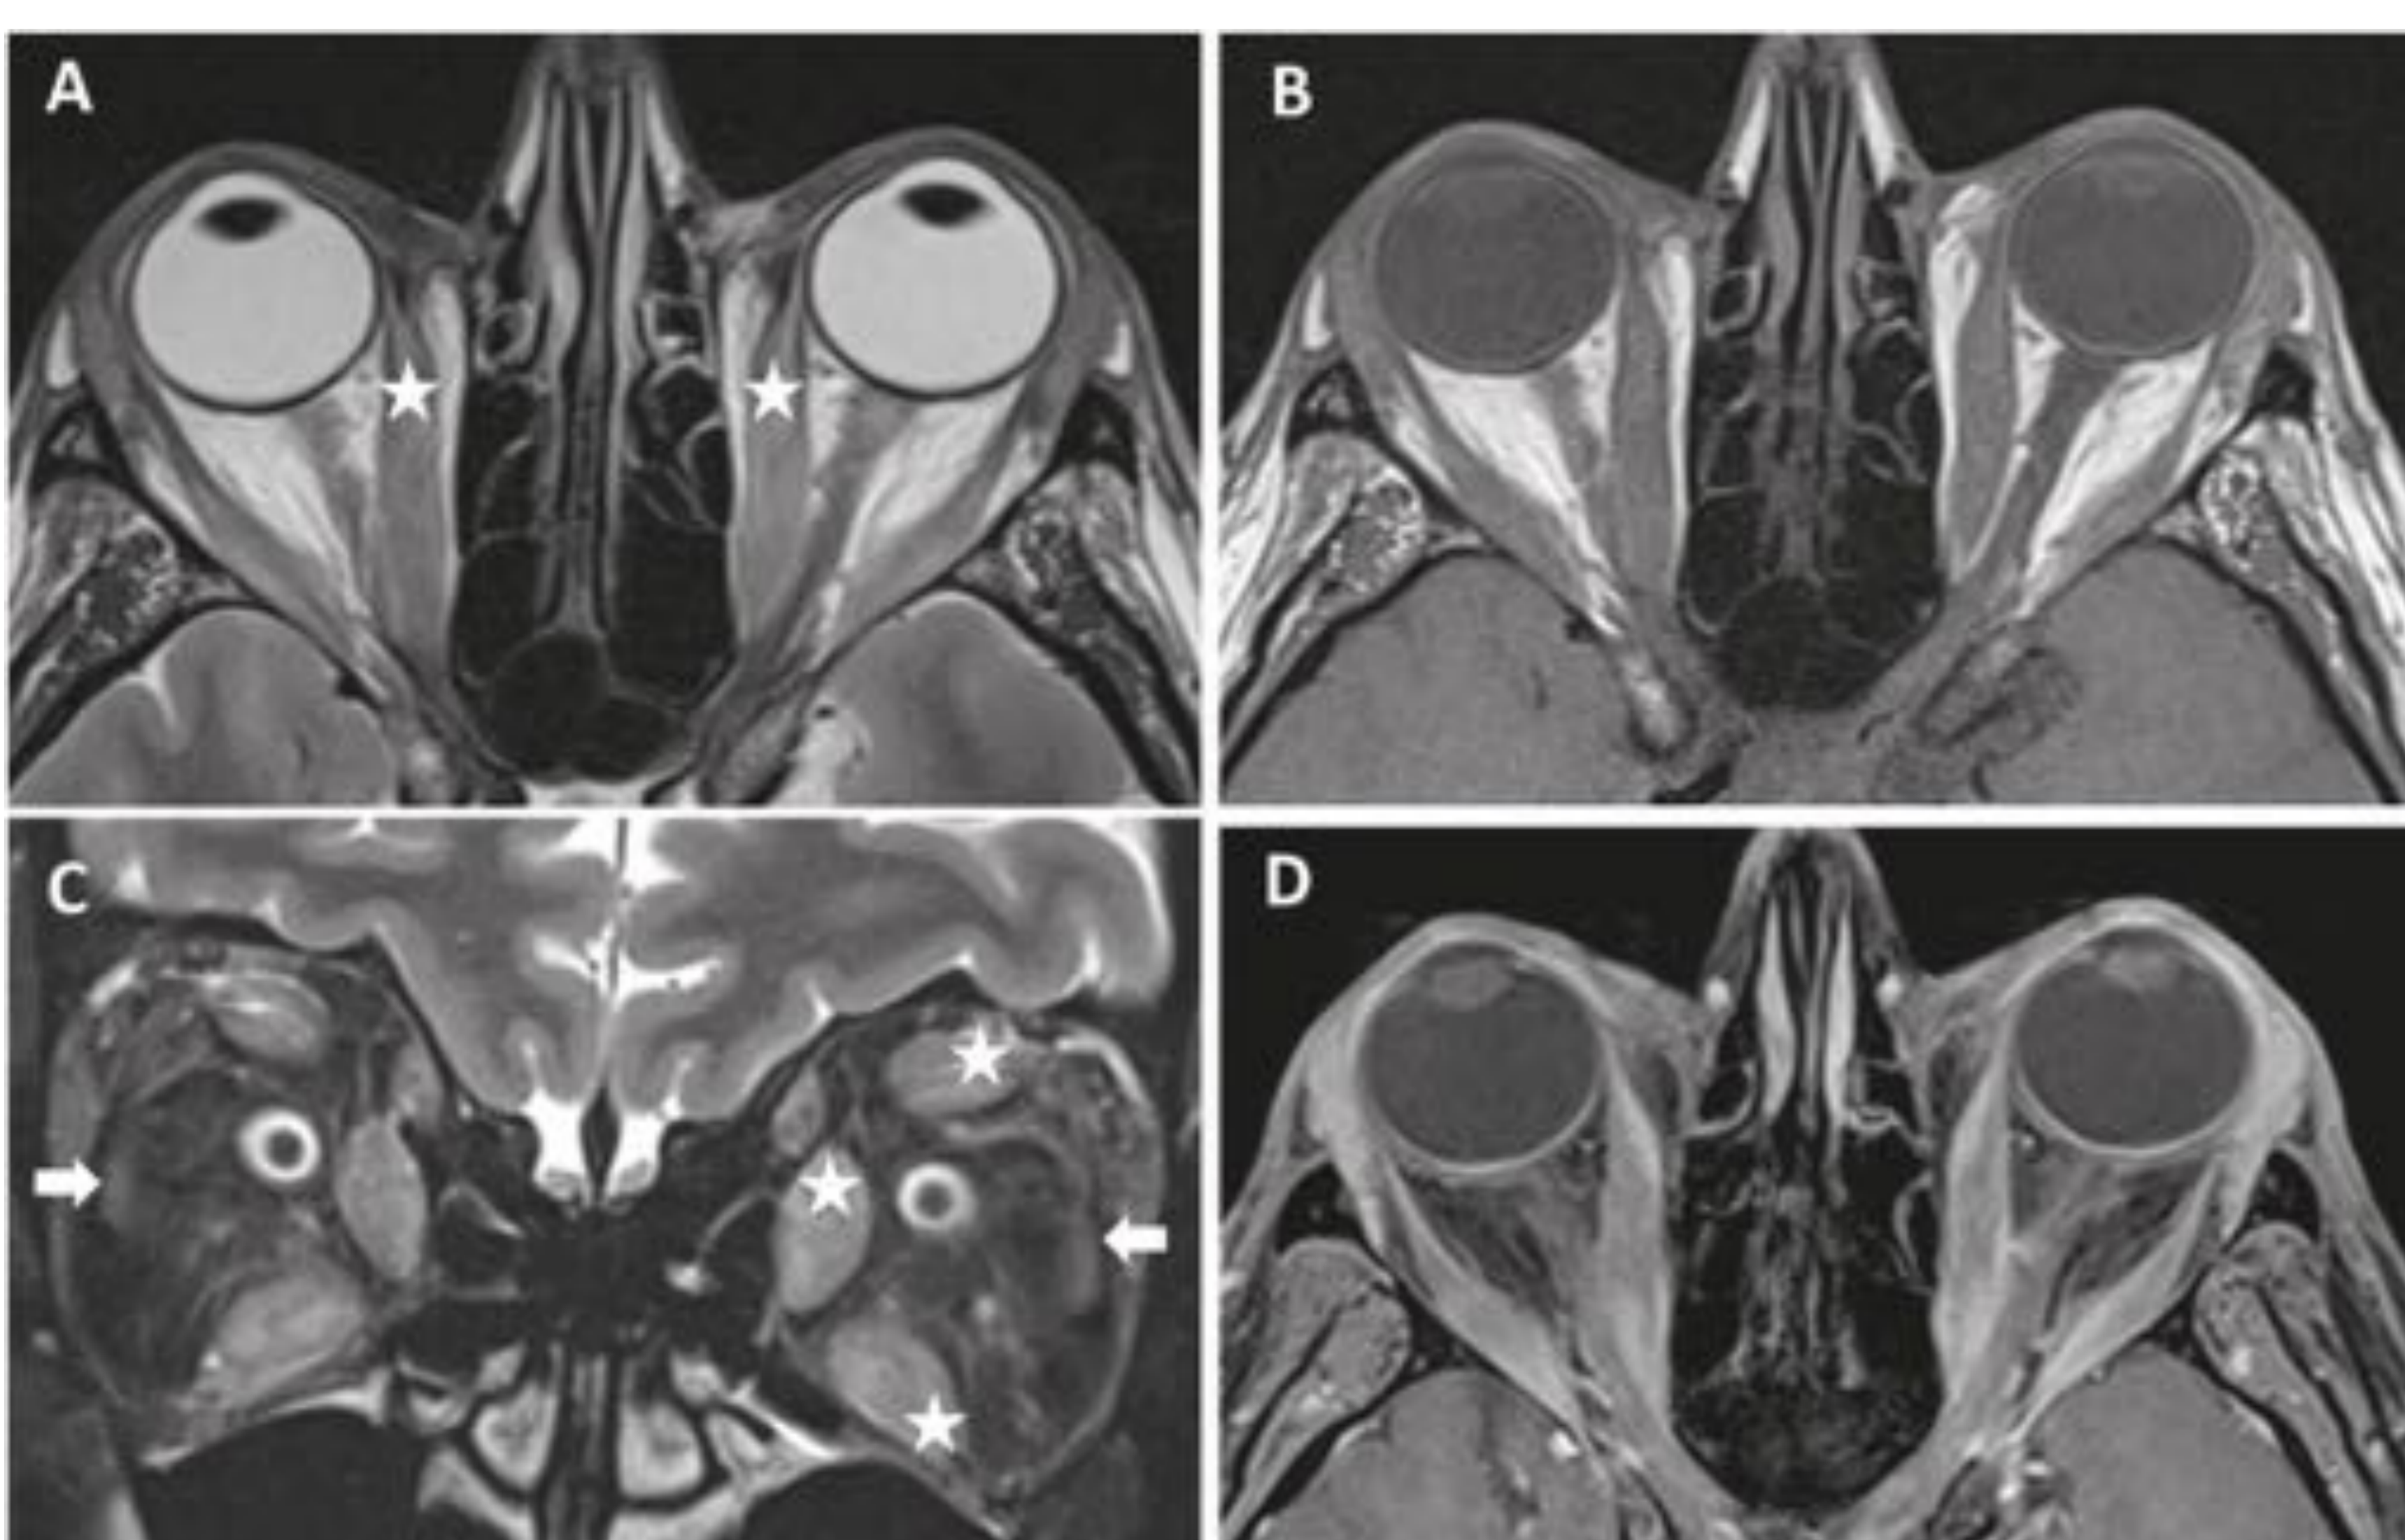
Hallazgos en RM de la orbitopatía de Graves en fase de actividad. Secuencias axial T2 sin supresión grasa (A), axial T1 (B), coronal T2 con supresión grasa (C) y axial T1 con supresión grasa y tras la administración de contraste (D). Engrosamiento bilateral y simétrico de los músculos rectos inferior, medio y superior que muestran aumento de su señal en las secuencias axial y coronal potenciadas en T2 como signo de actividad (asteriscos). No se observa alteración de señal de los músculos afectados en T1 (B). Tras la administración de contraste muestran aumento de su captación (D). Los rectos externos se encuentran respetados (flechas). Referencia: Hospital Universitario La Paz, Madrid
